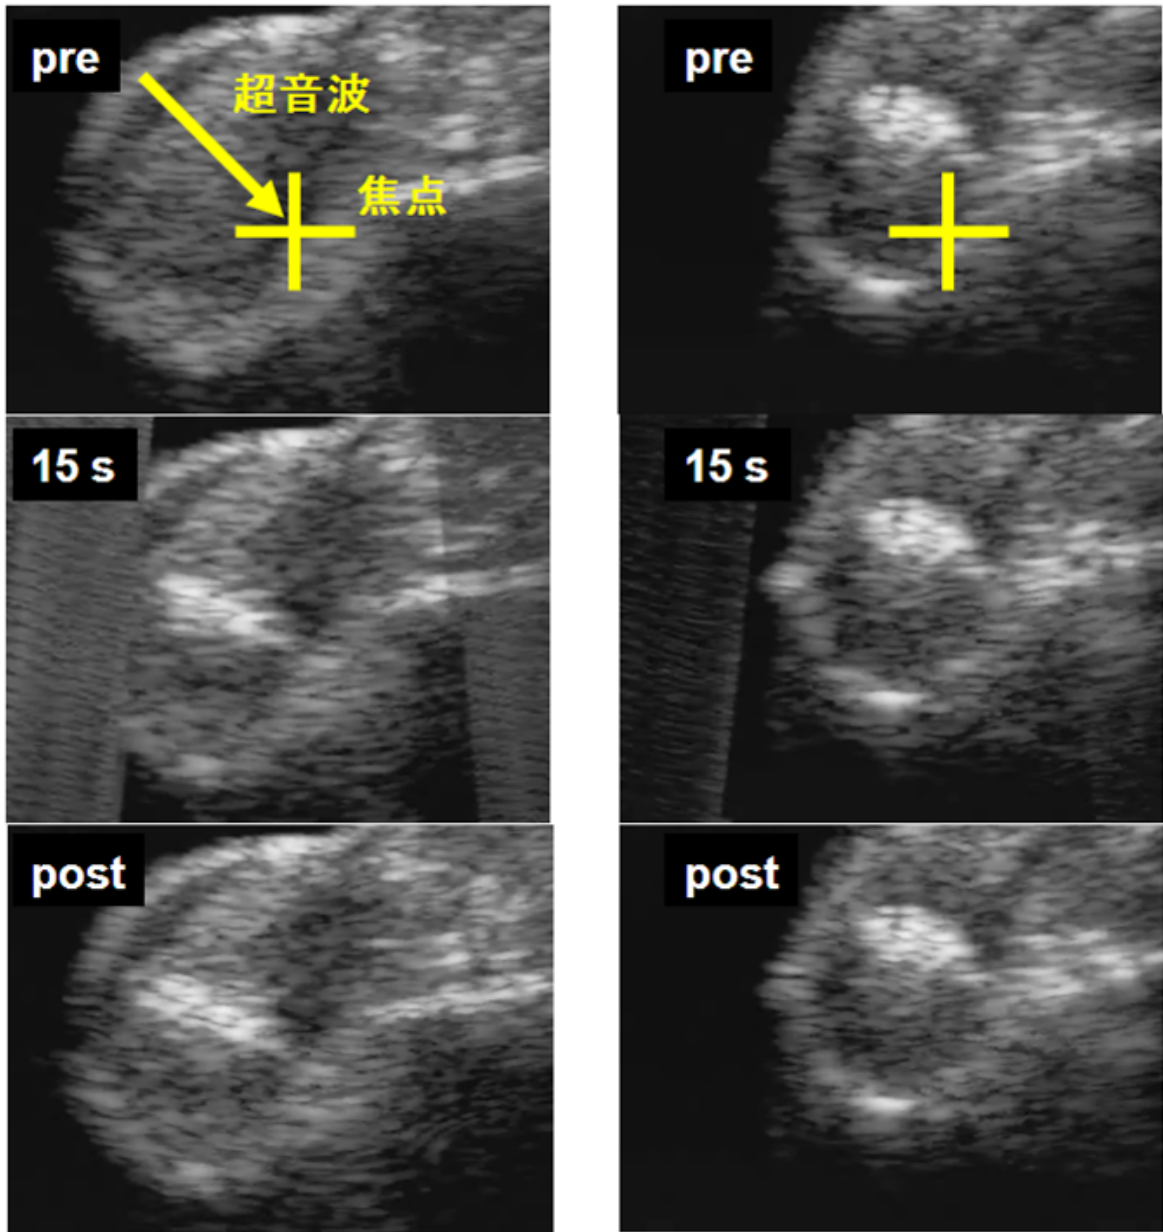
2-1-14 超音波照射時の音響信号およびその解析結果(2)
